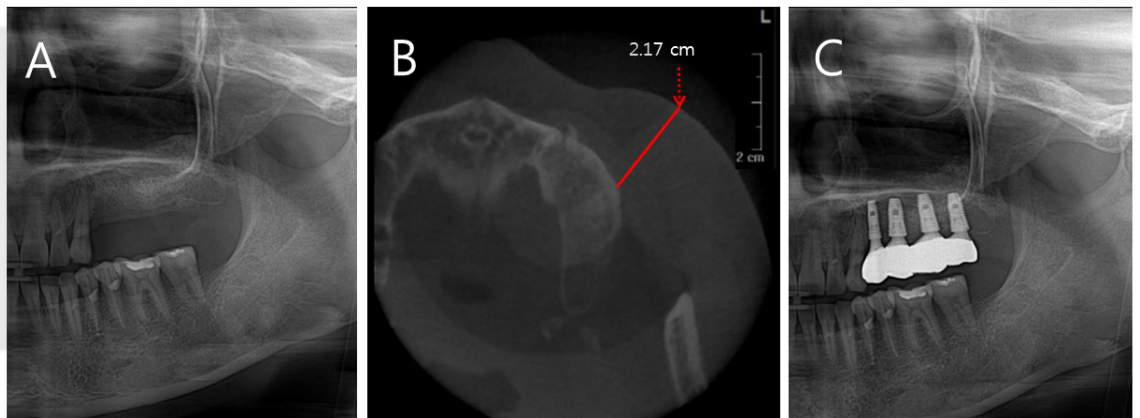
(A) Panoramic view (3 months after left maxillary sinus bone graft), (B) CBCT axial view (4 months after left maxillary sinus bone graft), (C) Panoramic view (implant prosthesis final delivery).
